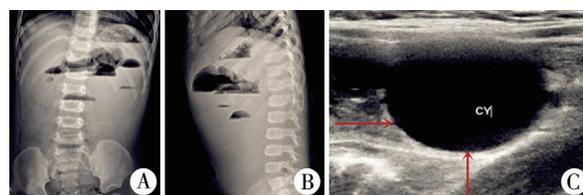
X线片提示肠梗阻(A:正位片;B:侧位片);B超提示肠管内囊性包块
